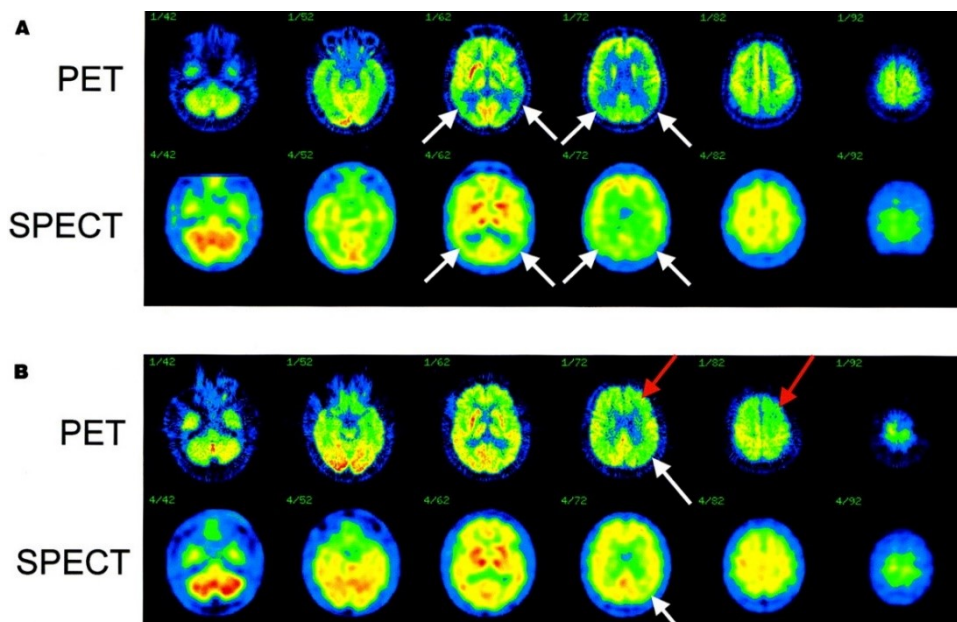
Corrispondenza fra i risultati a PET e SPECT in soggetti con diagnosi di AD probabile. Le frecce bianche indicano le zone di ipofunzionamento (corteccia associativa temporoparietale) coerenti fra le due tecniche, mentre quelle rosse indicano le regioni discordanti (alla PET, regioni frontali). Da Herholz et al., 2002.
